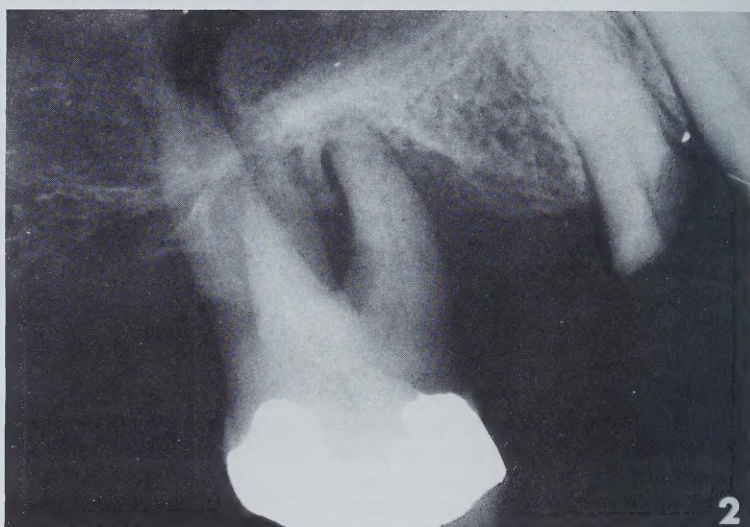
Radiographie prise une semaine avant l'accident
